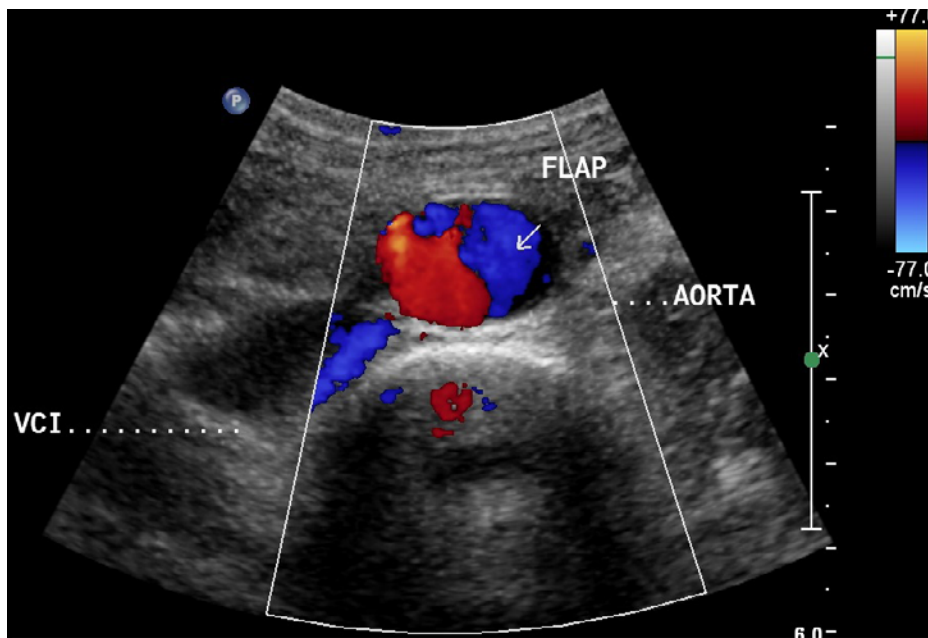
Doppler colorido da porção distal da aorta (eixo axial)
